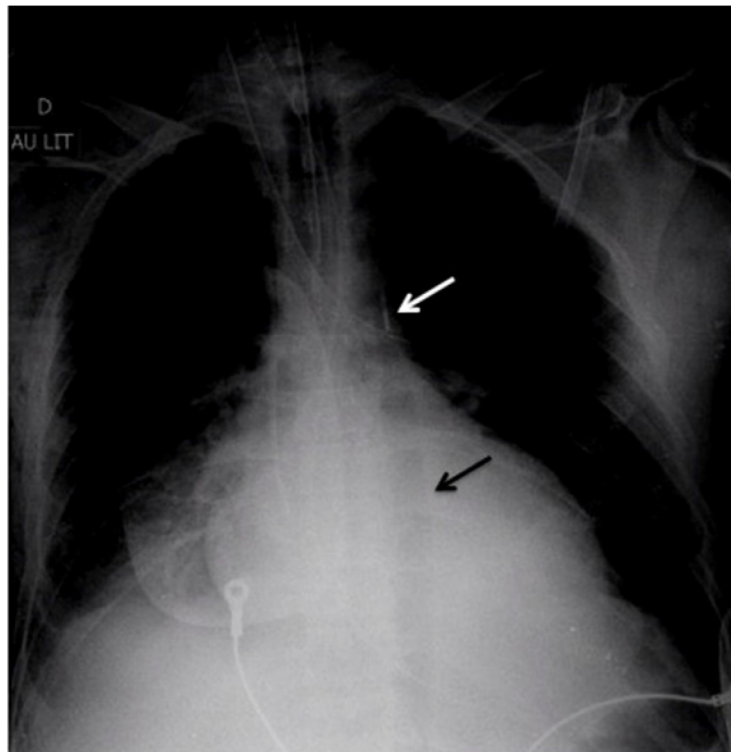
Cliché de radiographie thoracique montrant la position correcte d'un ballon de contre-pulsion dans l'aorte, avec son opacité distale radio-opaque en regard du bouton aortique (flèche blanche), et son gonflage dans l'aorte en diastole (flèche noire)
